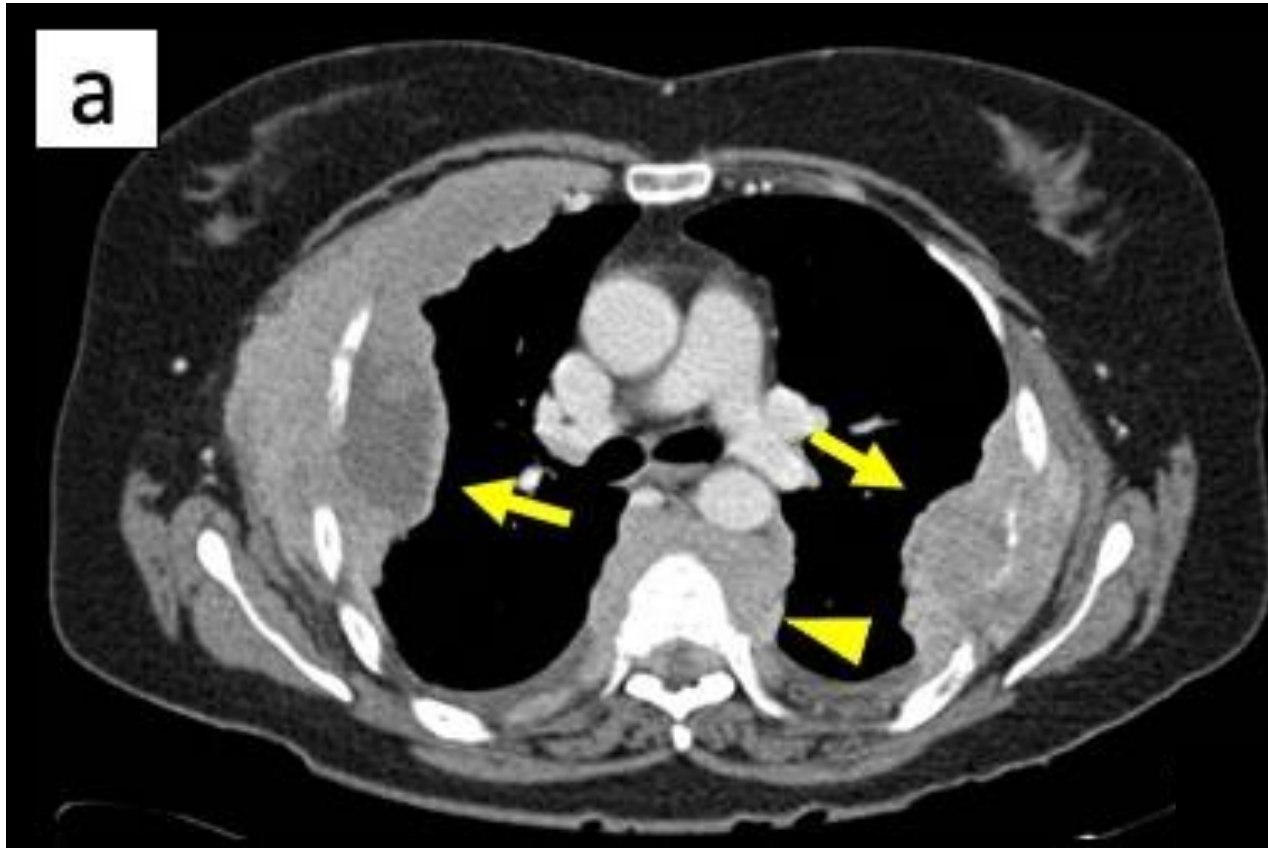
TC con CIV axial (a) y coronal (b) que muestra masas extensas de densidad heterogénea en la pared torácica, con destrucción de los arcos costales e invasión de la pleura subyacente (flechas). También se observan masas perivertebrales con destrucción vertebral y características similares (puntas de flecha), todos ellos hallazgos relacionados con plasmocitomas en un paciente con mieloma múltiple.
